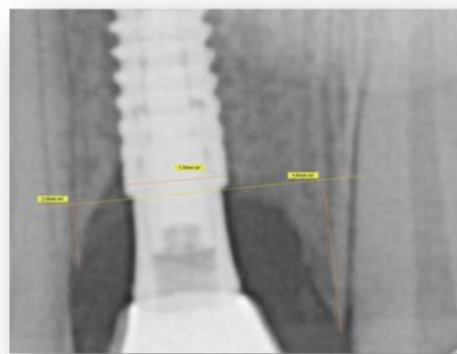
Mensuração da radiografia periapical.
